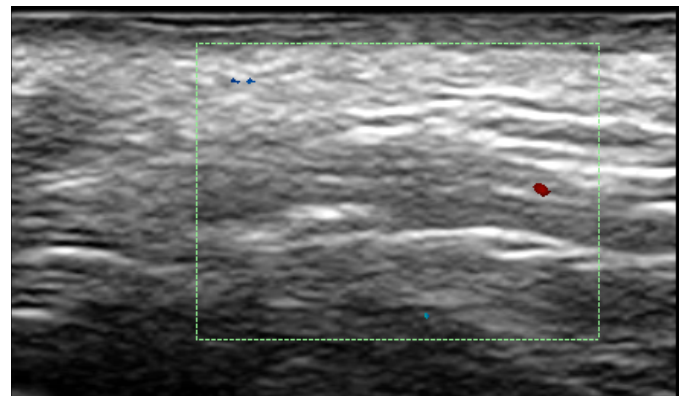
Ecografía cutánea de la zona donde se objetiva una estructura longitudinal hipogénica que correspondiente con un eje cartilaginoso.
